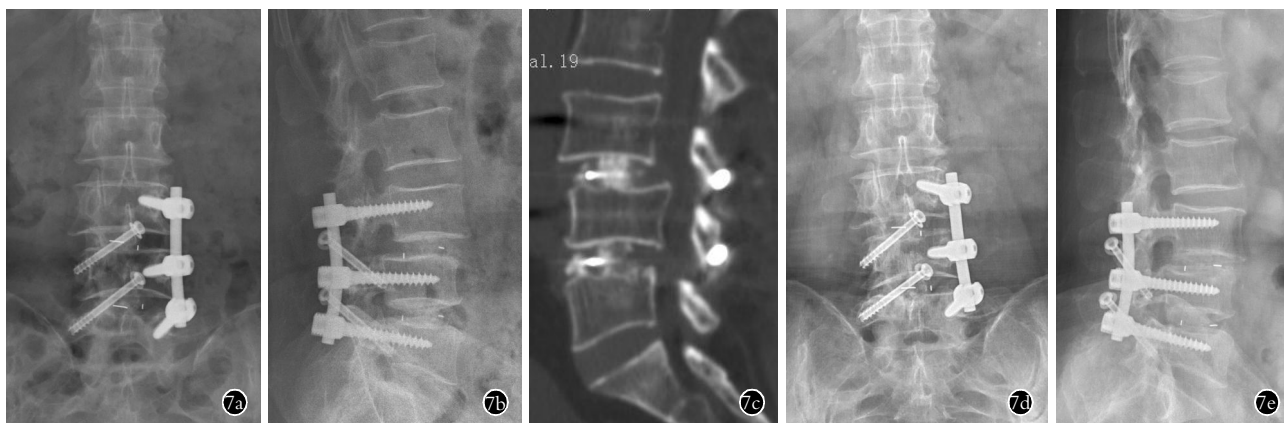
女性患者,66 岁,反复腰痛 3 年半,加重伴左下肢放射 1 年,诊断为 L₃ 退行性滑脱 I 度,L_{4,5} 椎间盘退变,经小切口 L_{3,4},L_{4,5} 单侧椎弓根螺钉联合瞄准器引导下对侧经皮椎板关节突螺钉固定并椎间融合器植骨术 7a,7b,7c。术后腰椎 X 线正侧位和 CT 平扫并矢状面重建示:L_{3,4},L_{4,5} 融合器在位良好,L_{3,4},L_{4,5} 终板完整 7d,7e,7f。术后 1 年腰椎 X 线正侧位和 CT 平扫并矢状面重建示:L_{4,5} 上终板部分切割,椎间融合器部分陷入椎体内
